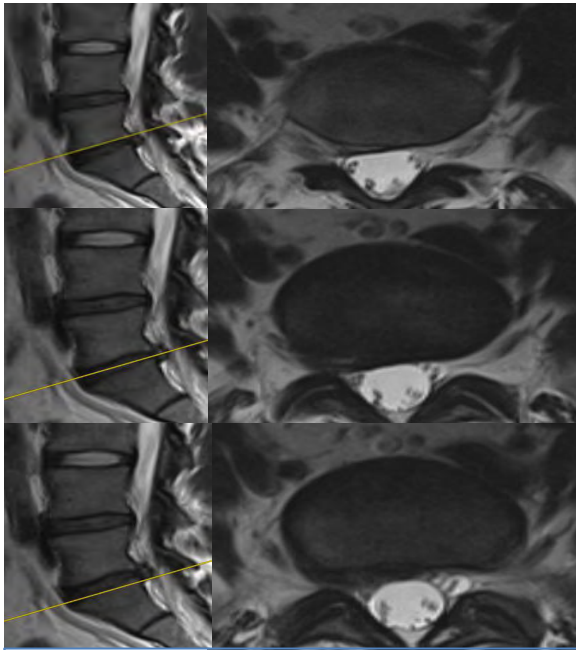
Hernia de tipo protusión foraminal derecha con localización discal en paciente a nivel de L5-S1 en secuencia T2 en RMN. Fuente: Archivo Clínico.
